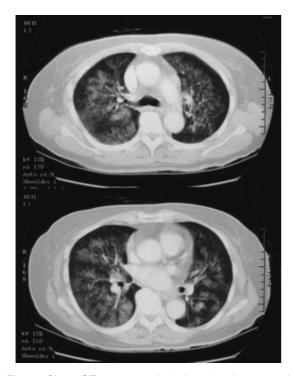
Chest CT scan on admission, showing ground glass opacities.
